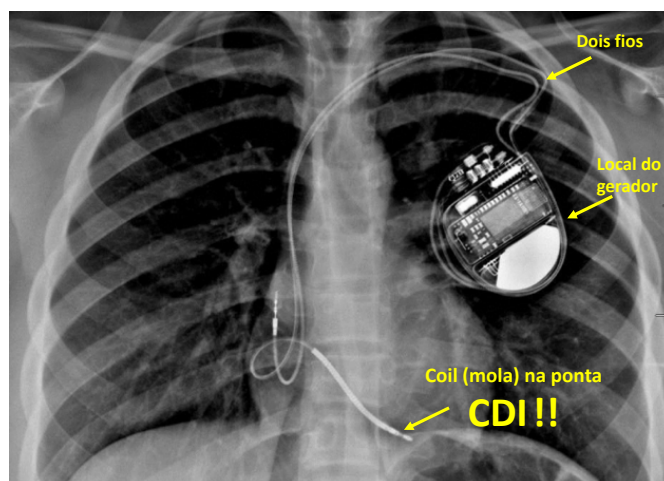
Radiografia de tórax mostrando gerador, quantidade de fios e presença de coil em um CDI.
